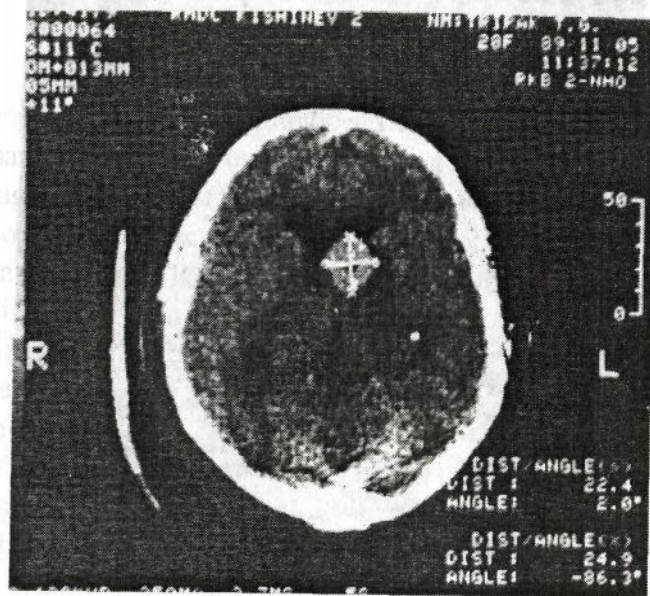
Tomografia computerizată a craniului și encefalului. Tumoare a encefalului.
